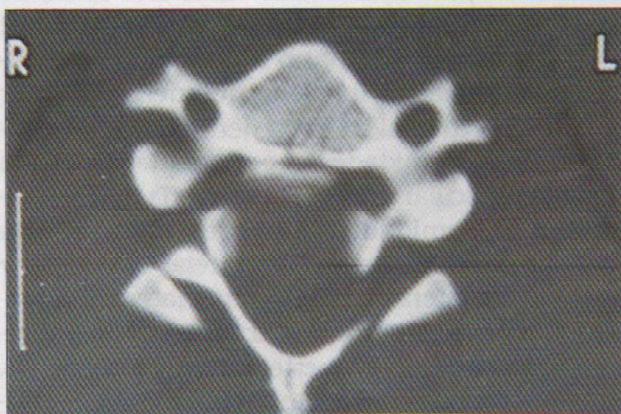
Tomografía computarizada donde se aprecia ensanchamiento postraumático del canal raquídeo.
